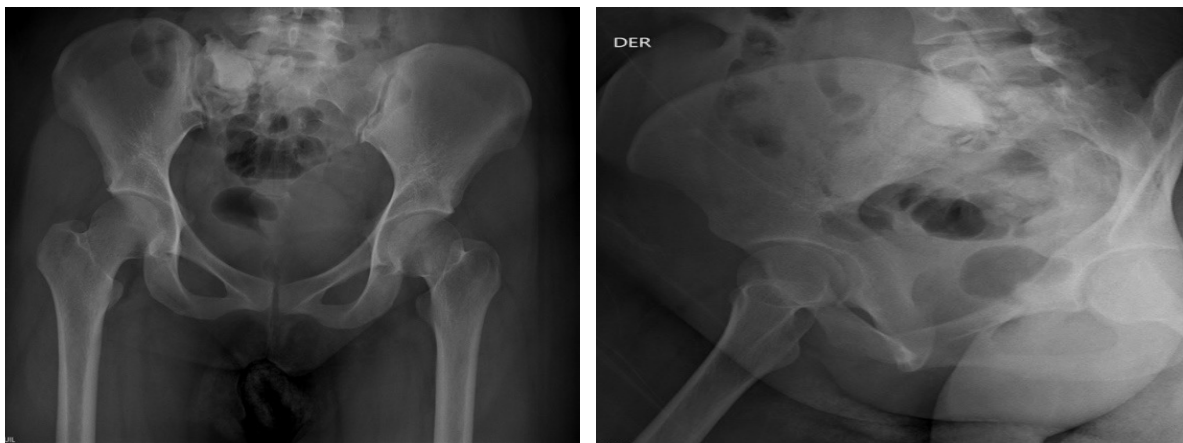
Radiografías de pelvis AP (A) y oblicua (B) que muestran cambios postquirúrgicos en el hemisacro derecho, con preservación de la arquitectura ósea general, sin evidencia de fracturas ni desalineación.
